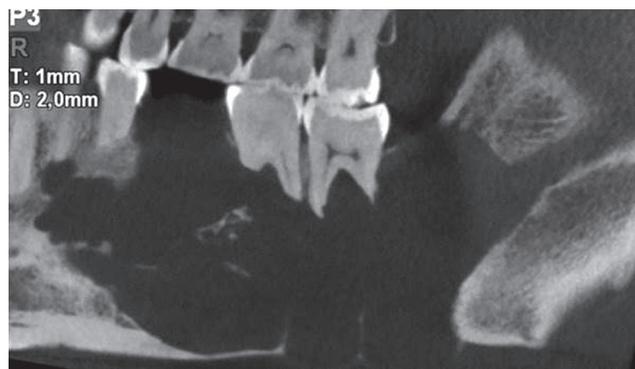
Améloblastome folliculokystique mandibulaire. CBCT, reconstruction panoramique : large lésion multigéodique de la branche horizontale. Soufflure des corticales amincies. Nettes rhizales (37-38).
